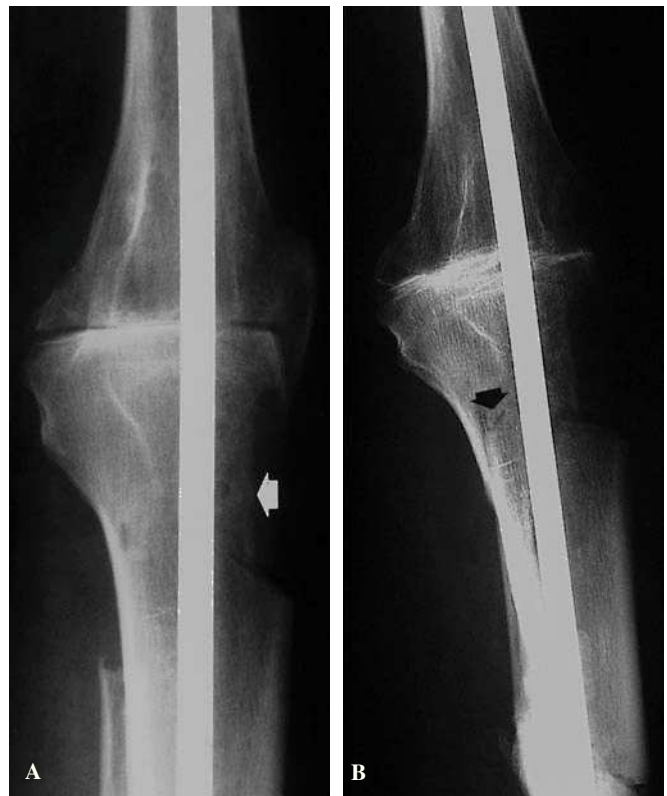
A) Tras resección de tumor de células gigantes metafisioepifisario tibial, se realizó resección e injerto con artrodesis y enclavado intramedular. Resulta de especial interés la demostración de un defecto tibial anterior en forma de cajón (flecha). Al cadáver donante le extrajeron el tendón rotuliano (se empleaba en reconstrucciones del ligamento cruzado anterior). B) Radiografía lateral ocho meses después. Se observa desarrollo de callo injerto-tibial. Se ha producido también la fractura del injerto (flecha) aprovechando el punto débil que supone el cajetín tibial anterior.
